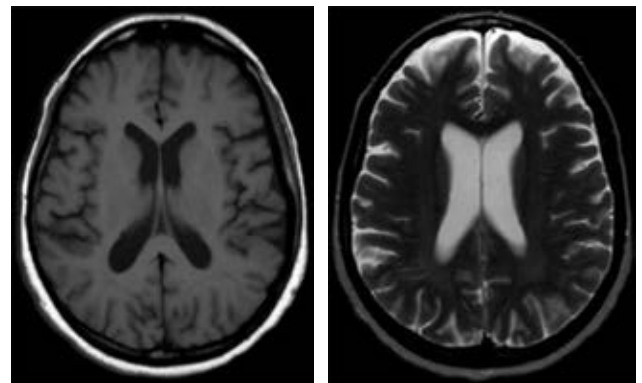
Plano axial de resonancia magnética simple de cráneo, con pérdida de volumen rostral fronto-temporal bilateral.
